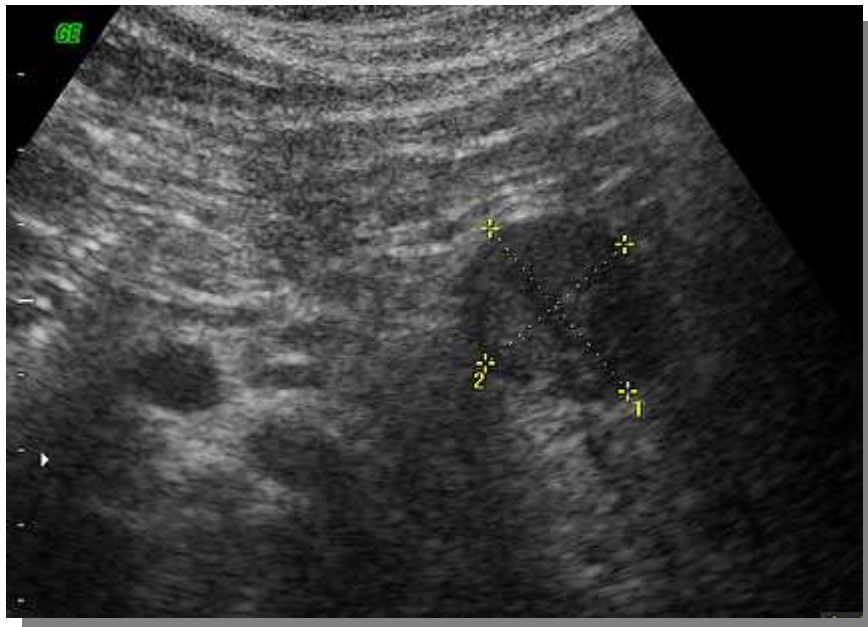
Ecografía abdominal de TNEP.
